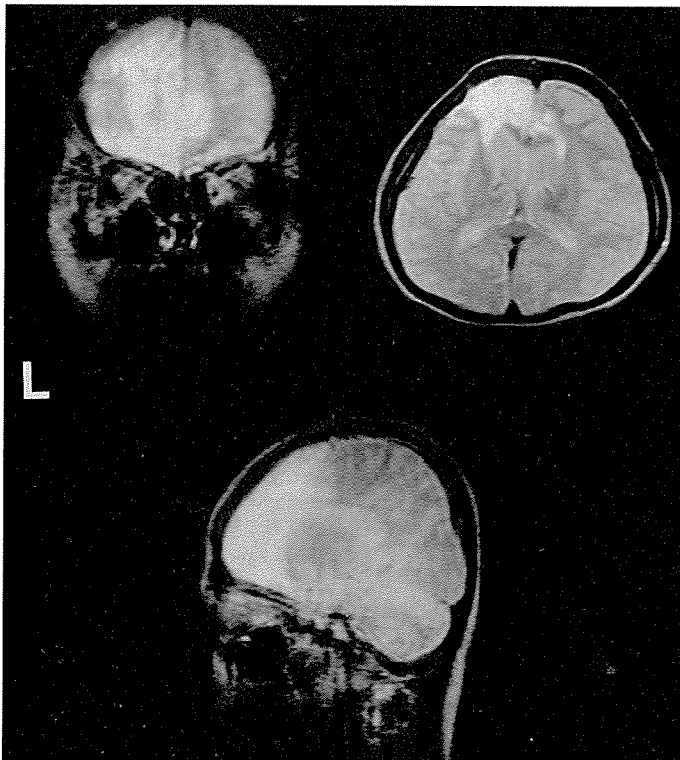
使用行為(utilization behavior)例のMRI：TR2080ms, TI80ms：1990年3月27日，(河村，1992 a)
